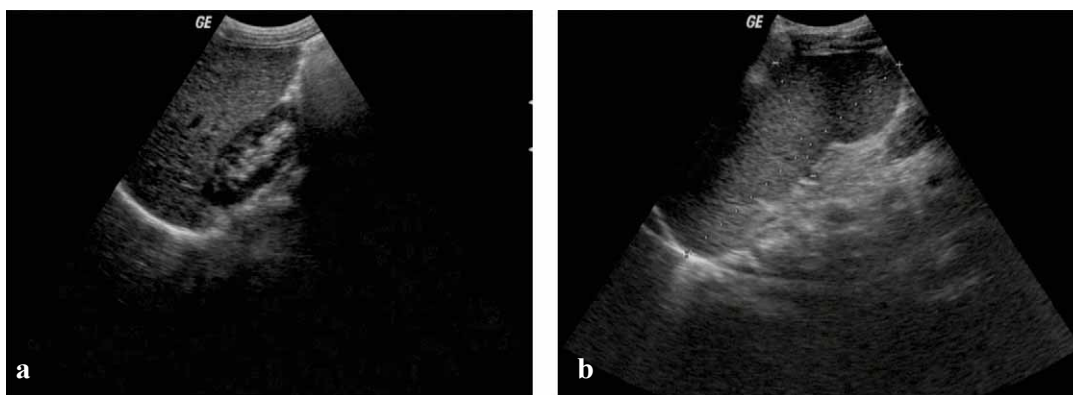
a, b. Hepatomegalie și splenomegalie evidențiate ecografic
